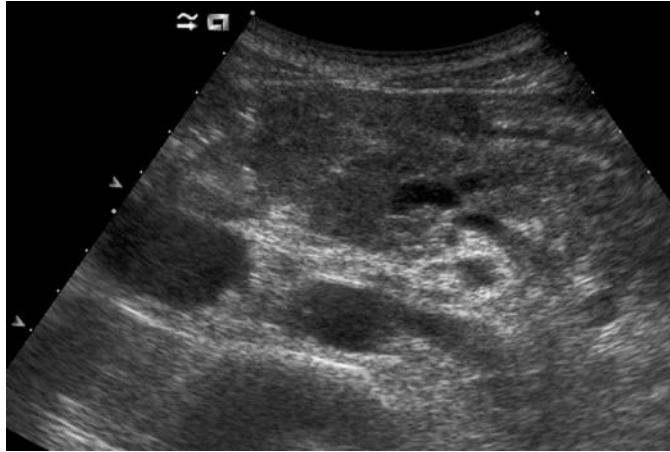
导管腺癌。胰体的超声斜视扫描显示低回声肿块，边界不清晰，主胰管扩张。
